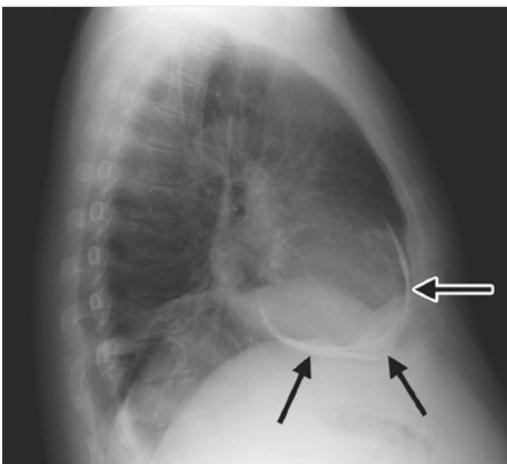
Seitliche Röntgen-Thorax-Aufnahme mit sichtbaren scholligen Perikardverkalkungen (Pfeile) (aus Claussen, C. D., Miller, S., Fenchel, M. et al.: Pareto-Reihe Radiologie Herz, Georg Thieme Verlag, 2006).
